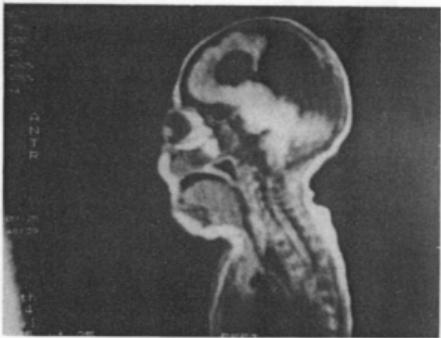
The MRI shows the midface was replaced by soft tissue signal without bony signal.
